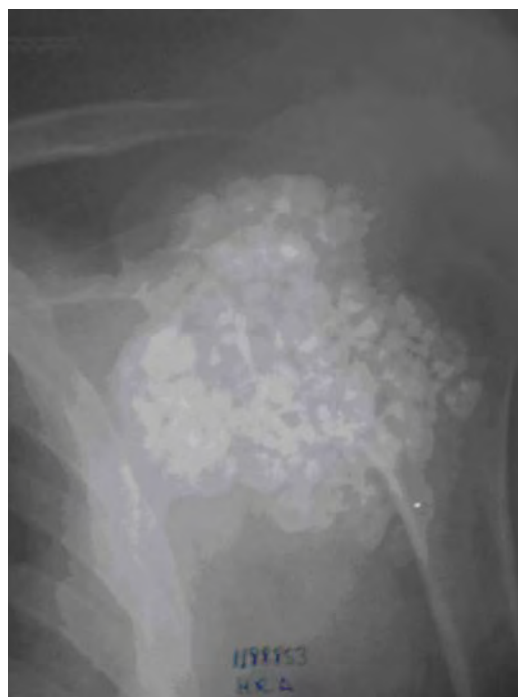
Radiografía diagnóstica mostrando el snows torm (tormenta de nieve).
